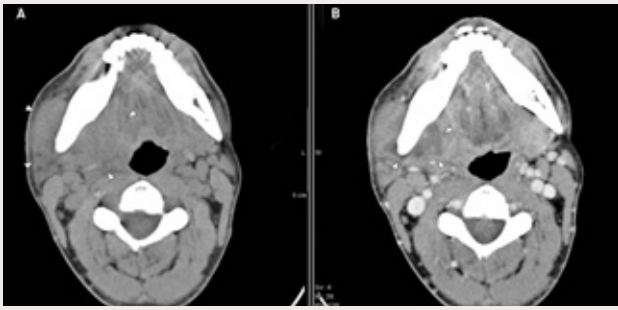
40-årig man som söker på grund av tilltagande svullnad över höger ramus samt trismus. A: Datortomografisk undersökning utan kontrast visar en ospecifik mjukdelssvullnad (pilhuvud) som omger höger ramus mandibulae. B: Efter intravenös kontrastinjektion framträder tydligt en centralt lågattenuerande abscessshåla (pilhuvud) med omgivande cellulit. Luftspalten i farynx är överskjuten kontralateralt. Mjukdelsinfektionen utgick från molar i höger underkäke.
